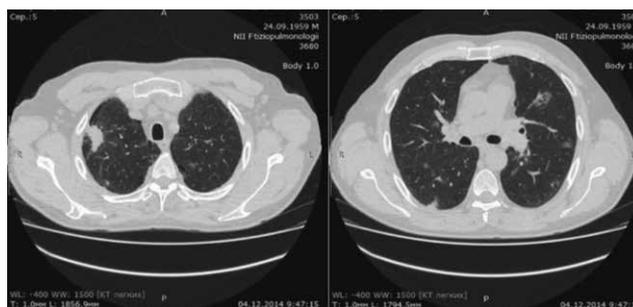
МСКТ грудной клетки пациента Л.П. В Сах правого легкого сохраняется инфильтрат с несколько полициклическими контурами однородной структуры
